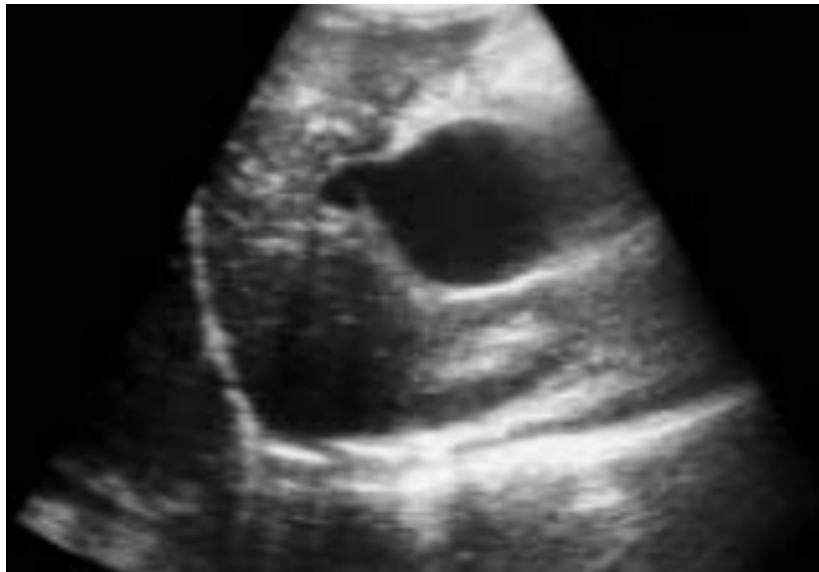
coupes échographiques chez un patient présentant une DCVB, en coupes obliques montrant une masse kystique au niveau du hile hépatique mesurant 45x49,5 mm, avec VBP dilaté.
